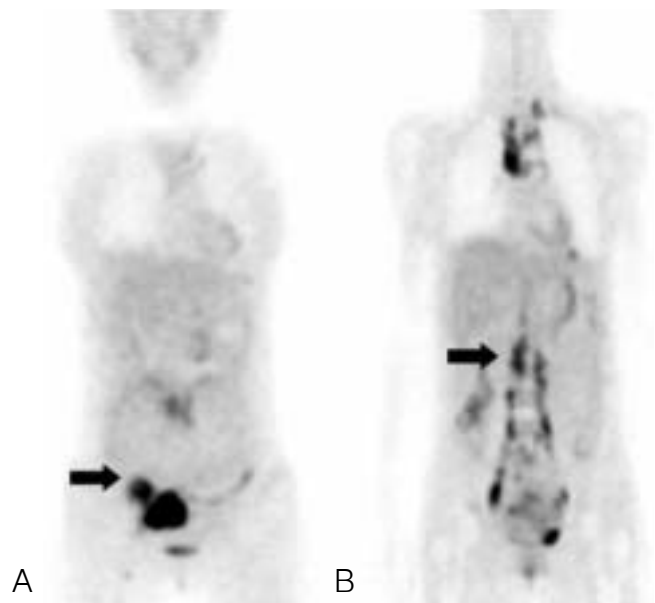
PET scan showing increased metabolic activity (indicated by arrow) in adnexal mass (A) and multiple retroperitoneal lymph nodes from the level of T11 through L3 (B) in a patient with ovarian malignancy.
